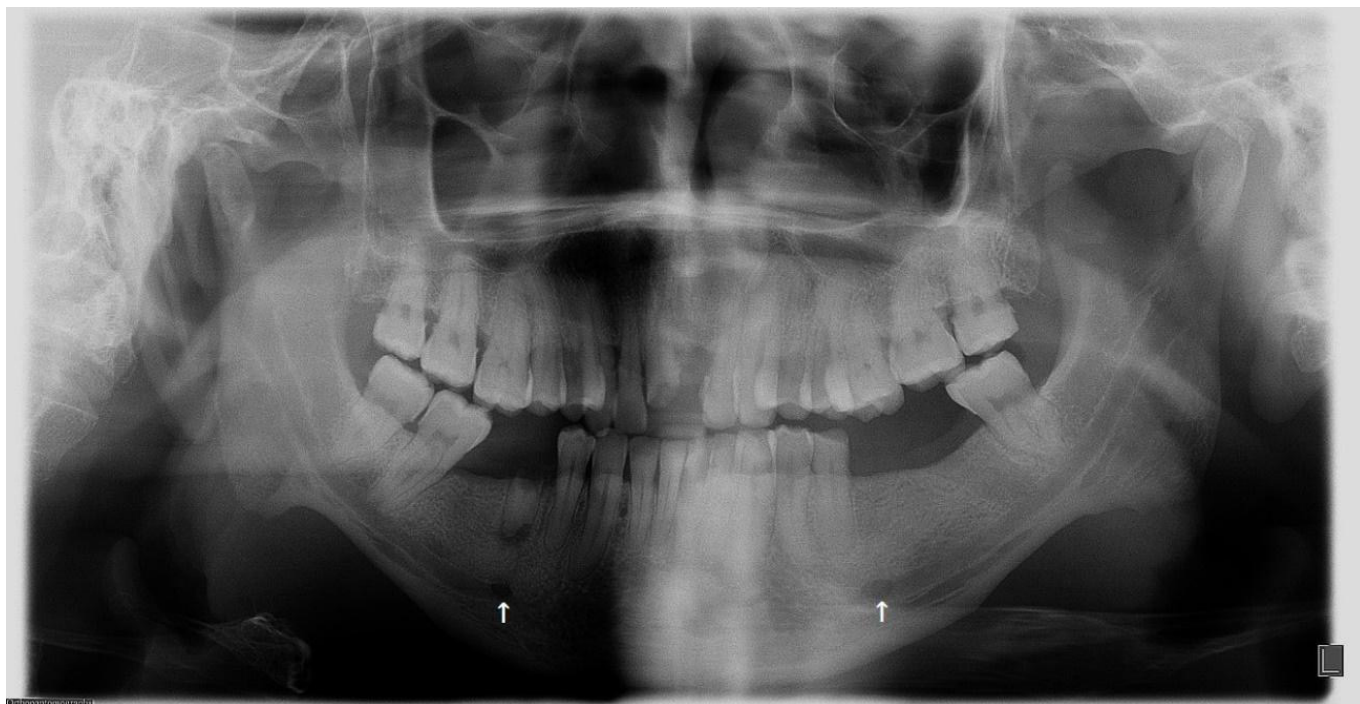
Radiografia panorâmica digital evidenciando a assimetria menos prevalente do forame mental, em posições IV e V (setas).
